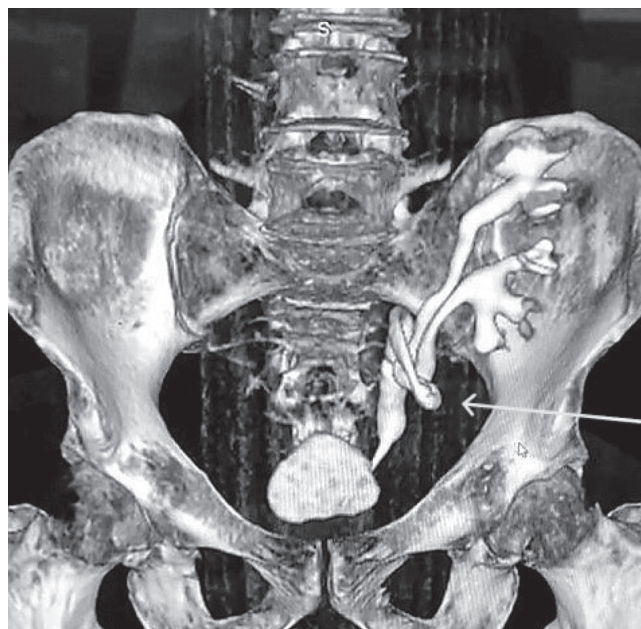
МСКТ-изображение (реконструкция) малого таза пациента в фронтальной проекции с контрастированием (нефрографическая фаза): заполнение чашечно-лоханочной системы, мочеточника, мочевого пузыря; перегиб в области слияния удвоенного мочеточника (стрелка).
